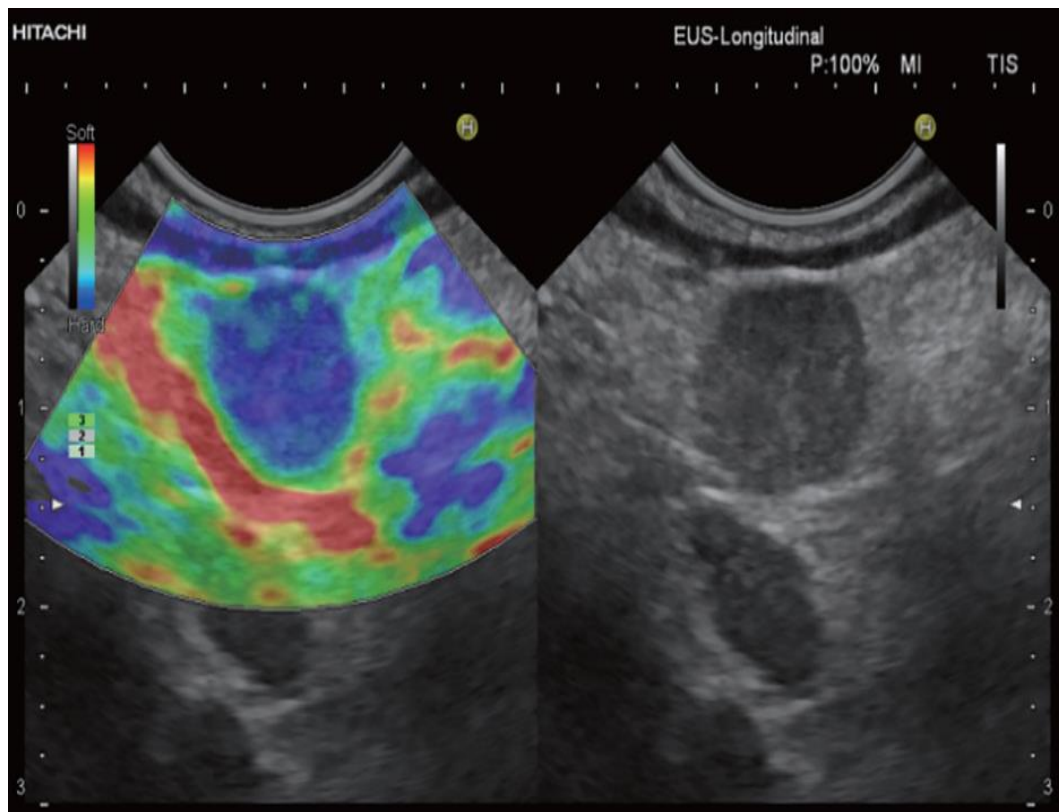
Imagen de elastografía típica de un ganglio linfático maligno: se muestra un área homogénea con un patrón duro (predominantemente azul) correspondiente a metástasis linfática de un cáncer gástrico. Imagen extraída de Christoph F. Dietrich et al, Endoscopic ultrasound: Elastographic lymph node evaluation. Endoscopic ultrasound 7Jul-Sep 2015/Vol 4/Issue 3. (45)
